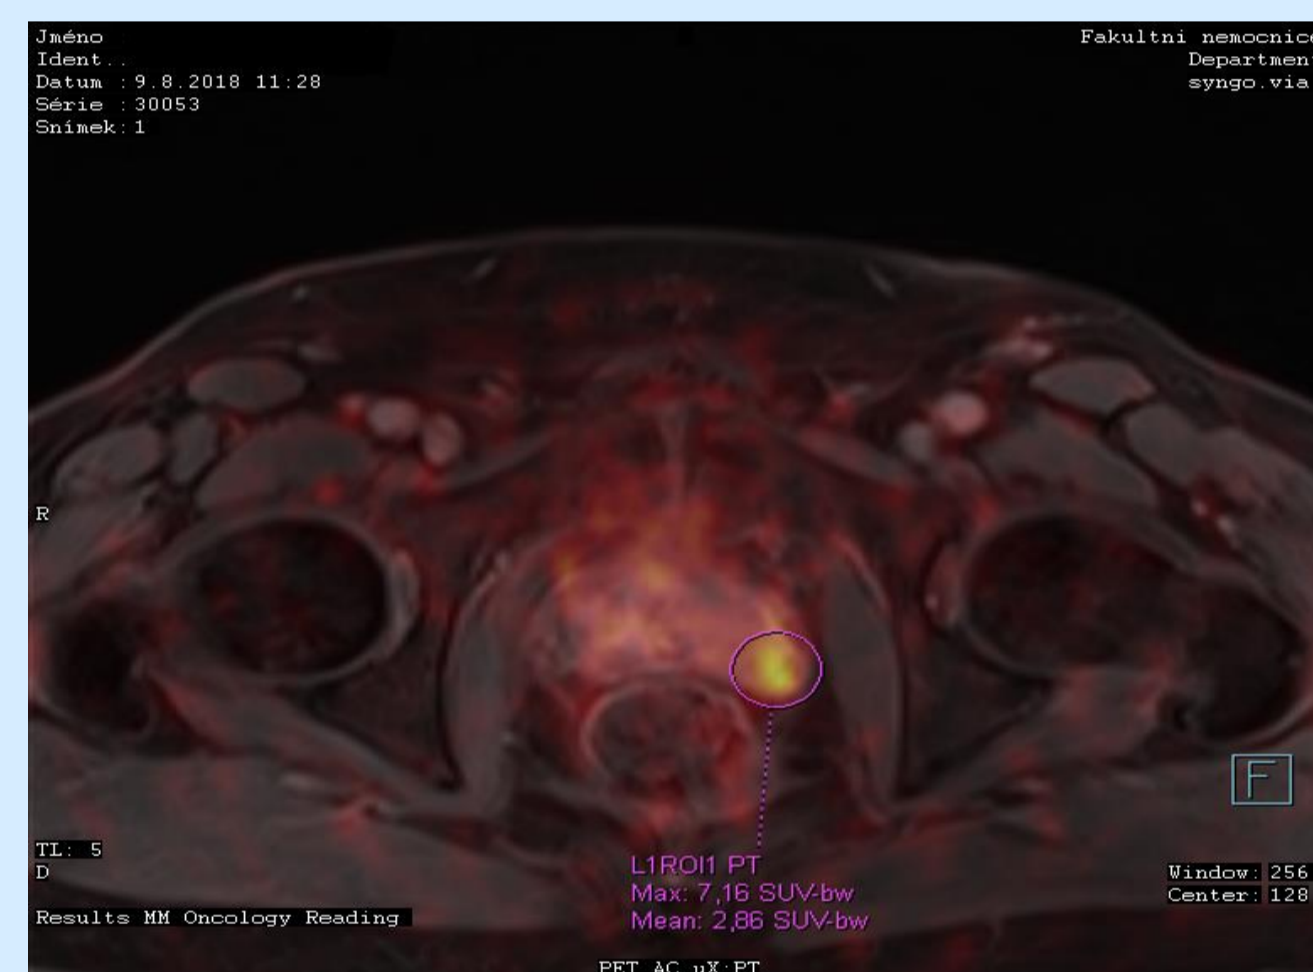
KP v L laloku s nízkým vychytáváním 68Ga-PSMA-11, GS 6 3+3
